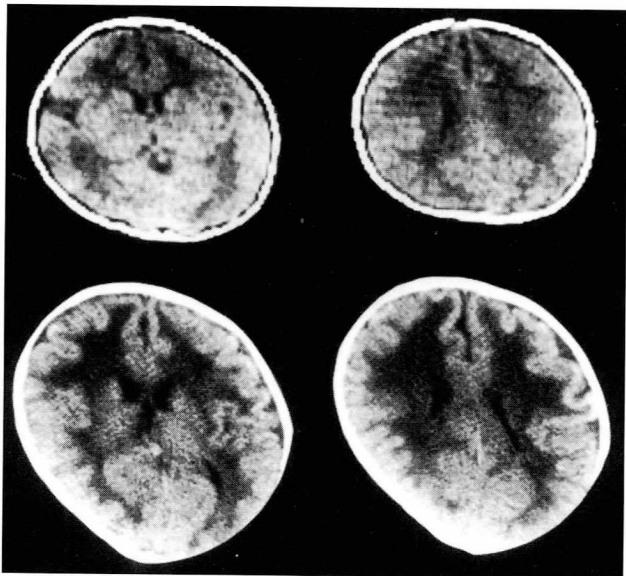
CT scans of cases 1 and 2. The upper line shows scans of case 1 at the age of 6 months and the lower line shows those of case 2 at the age of 10 months. Note the marked hypodensities in the cerebral white matter in both cases.
